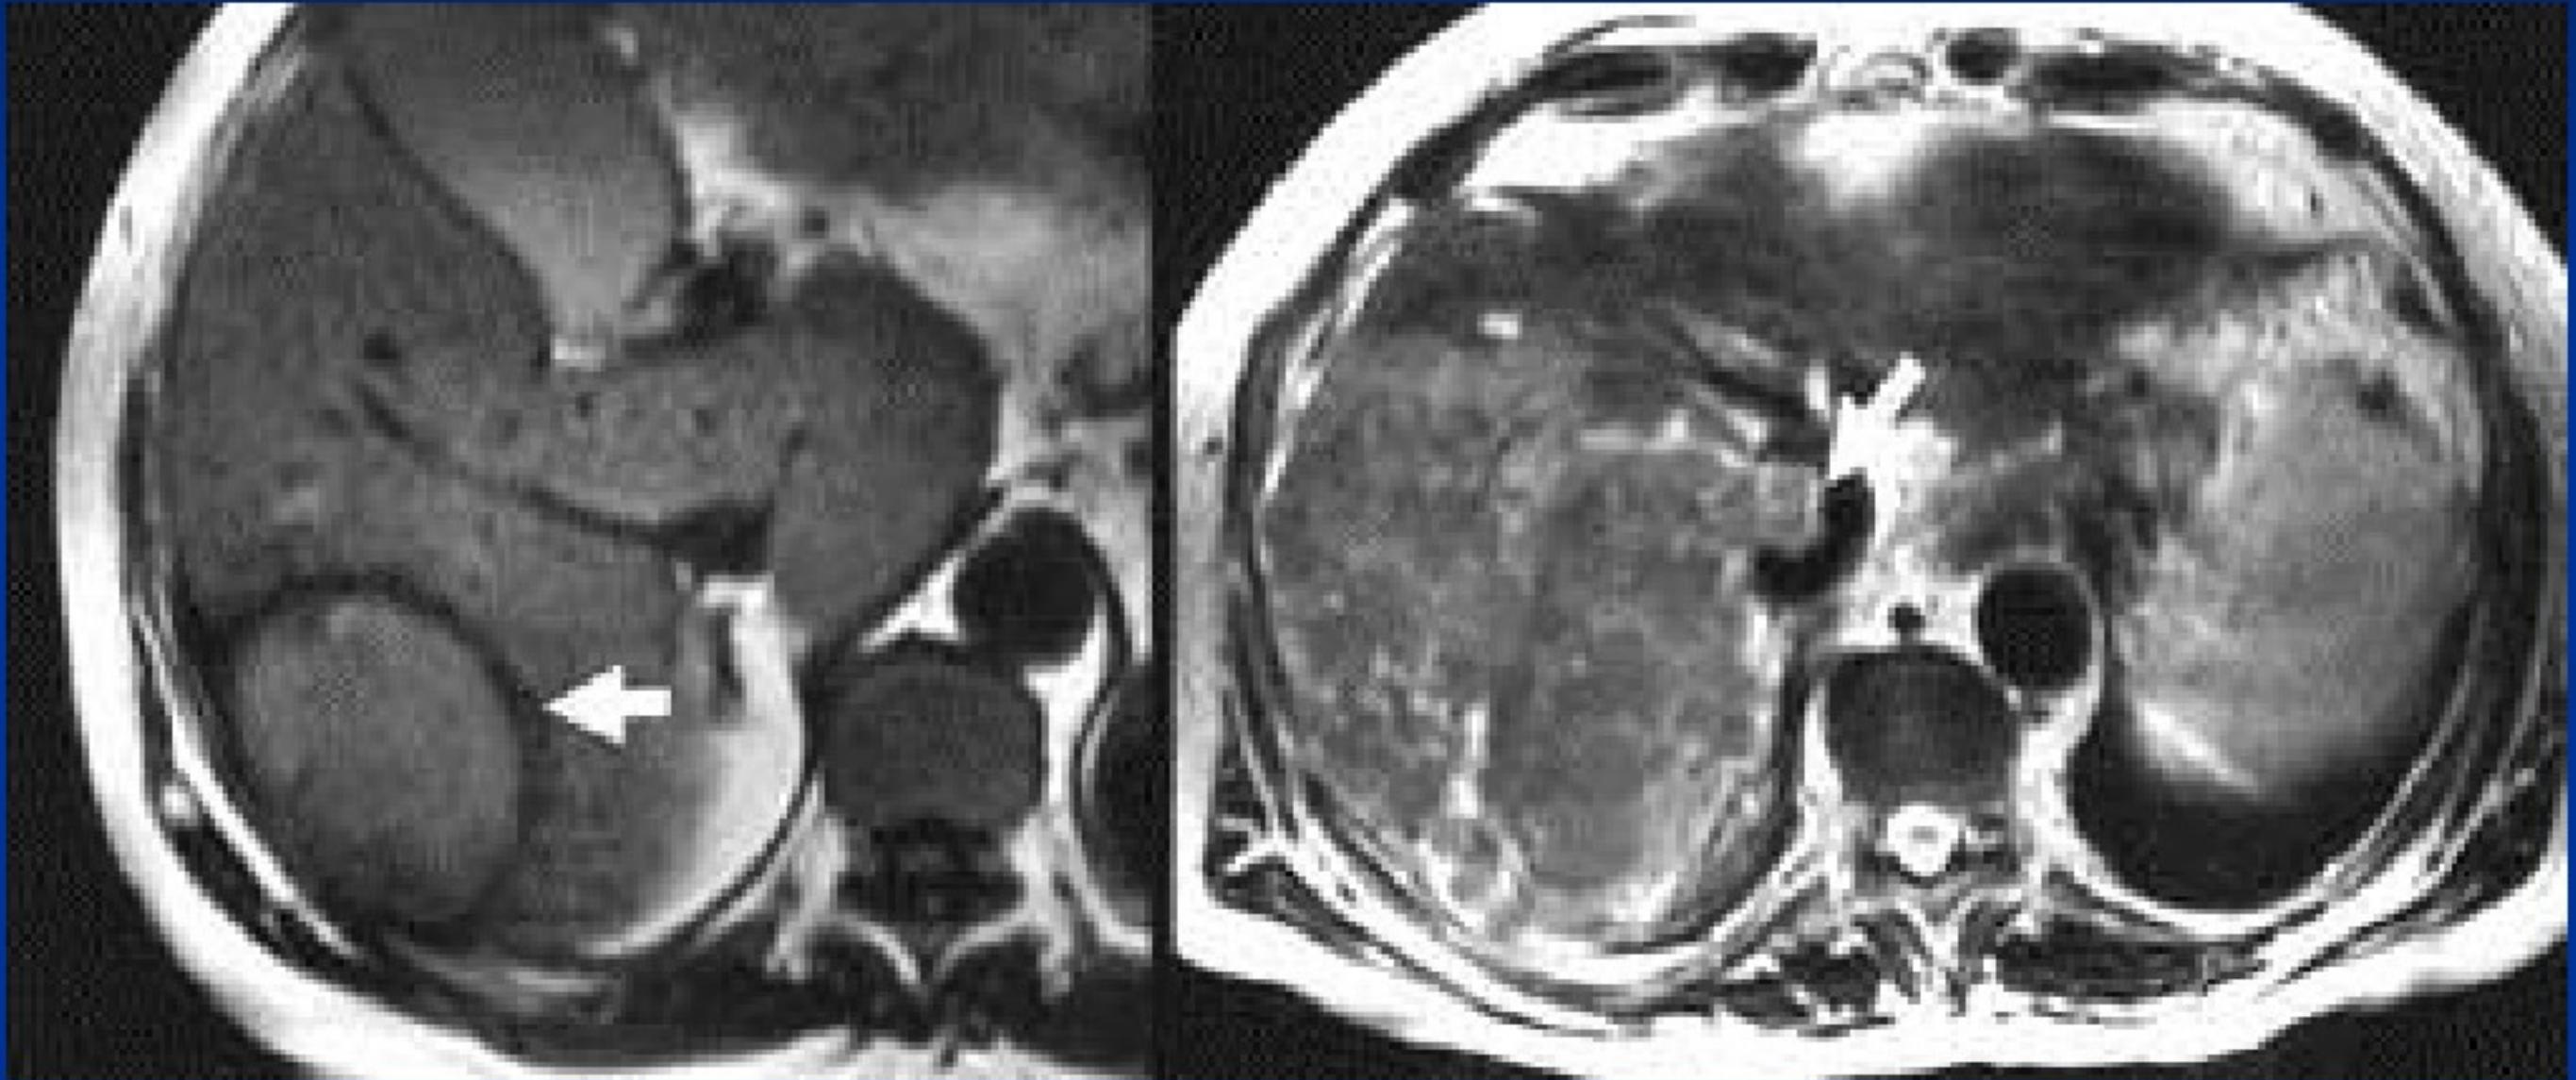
(MRI T1) : 见肝癌为等信号, 有包膜;
